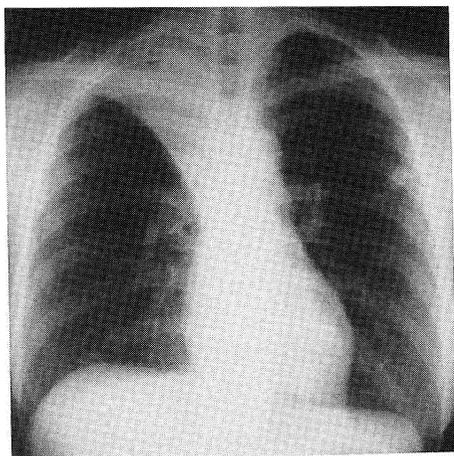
A case of multiple drug-resistant tuberculosis. Chest X-P and CT shows atelectasis of right upper lobe. Table 2, Case 1.
